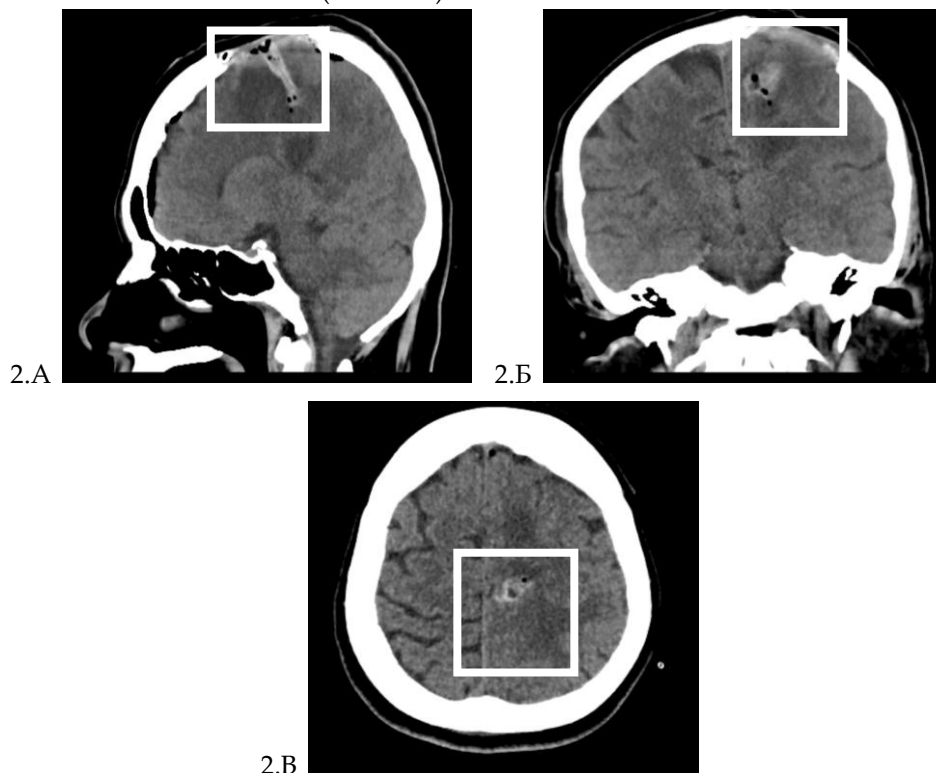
КТ ГМ: очаги воздуха и геморрагического компонента в ложе удалённой опухоли; выраженный перитуморозный отек; частичное сдавление левого бокового желудочка; воздух в субарахноидальном пространстве; кистозная полость 21×16 мм (отмечены белым квадратом), 2.А сагиттальный срез, 2.Б фронтальный срез, 2.В аксиальный срез
